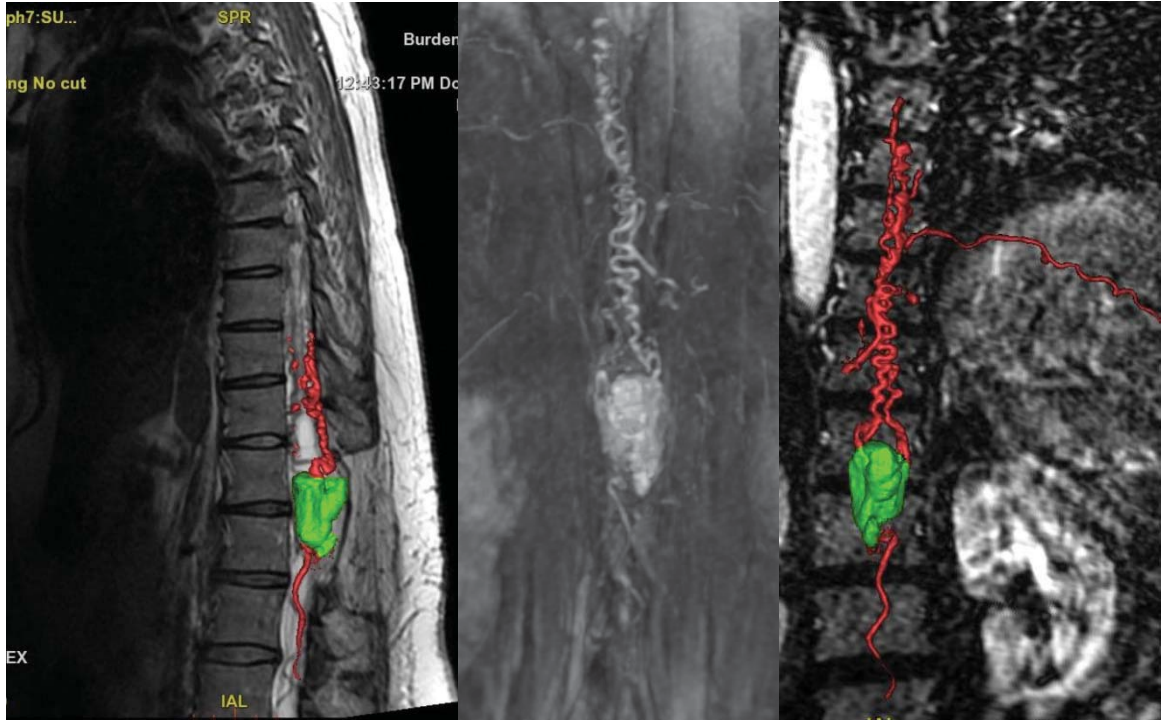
МРТ-TRIKS с реконструкцией (пациент с интрамедуллярной гемангиобластомой на уровне позвонка Th12)
